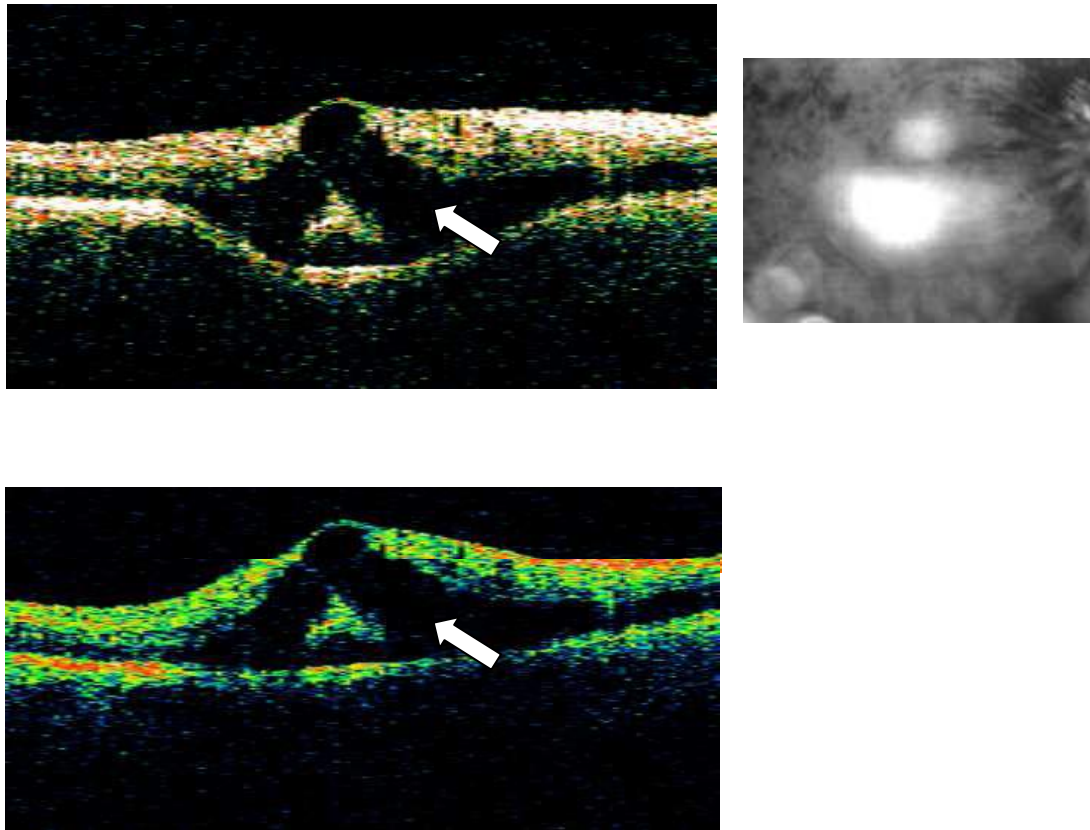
Tomografia de coerência Óptica (Stratus OCT) do OD. *Fast Macular Thickness Map OD* com scans horizontais de 6.0mm
